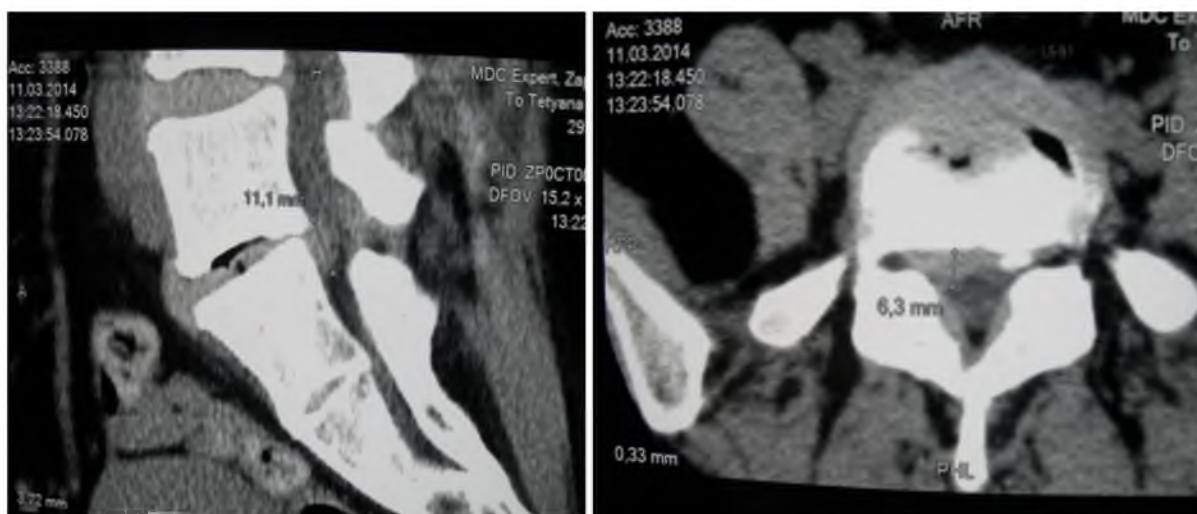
Первичная КТ-томография от 11.03.2014 г., грыжа межпозвоночного диска, имеющая подвязочное распространение в каудальном направлении вдоль тела позвонка S1: в сагиттальном разрезе – слева; в аксиальном разрезе – справа
